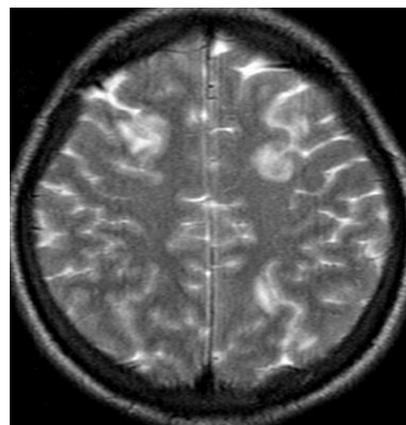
Hypersignal en T2 bilatéral, pariéto-occipital à l'IRM cérébrale
